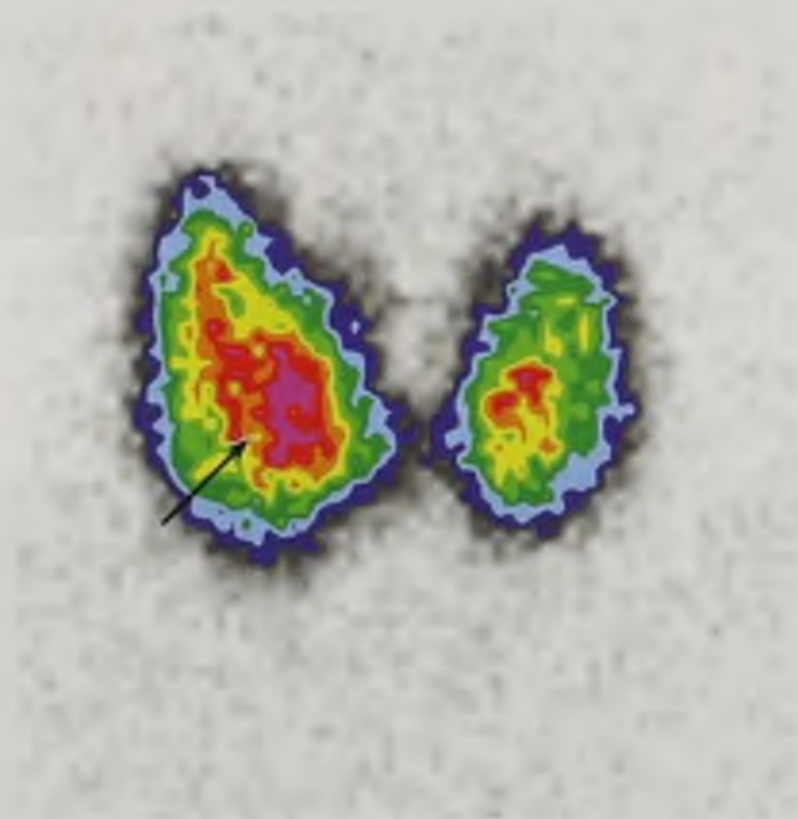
Статическая сцинтиграмма щитовидной железы с очагом повышенного накопления радиофармацевтического препарата («горячий узел») (стрелка)
